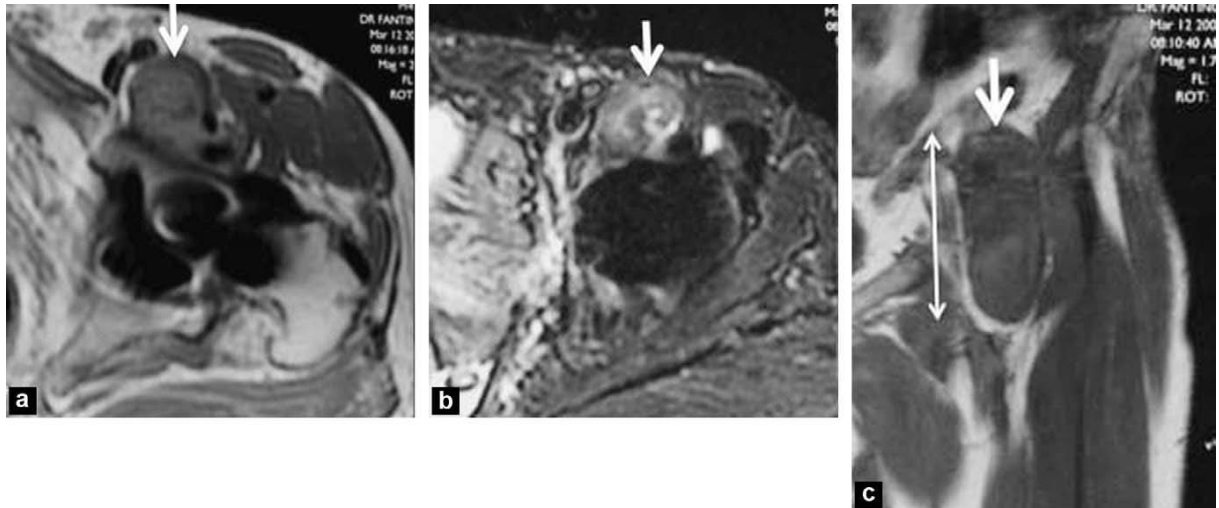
IRM d'une PTH posée pour synovite villonodulaire: a : coupe axiale en T2 ; b : coupe axiale en T1 avec injection intraveineuse de gadolinium et saturation de la graisse ; c : coupe frontale en T1. Récidive de la prolifération synoviale dans la bourse de l'ilio-psoas (flèches blanches).
